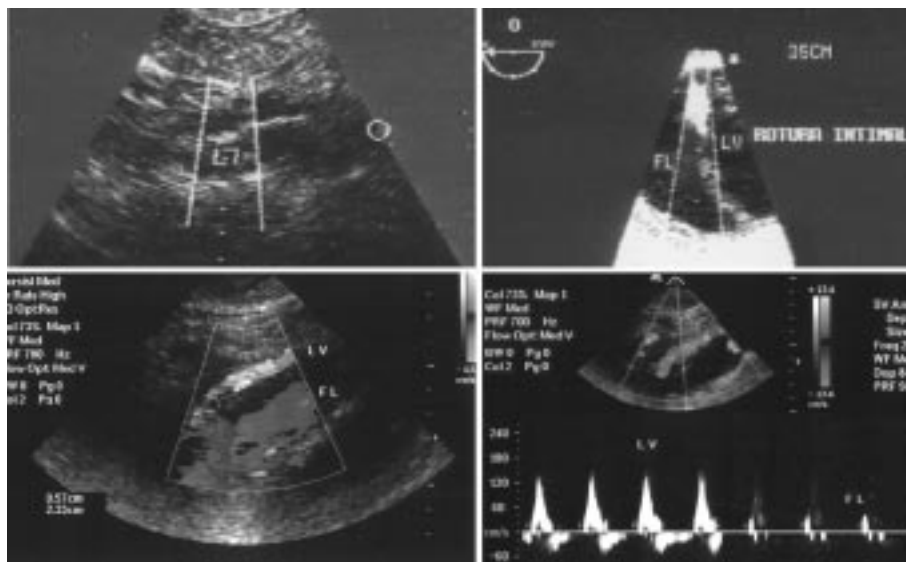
Imágenes ecográficas. *Arriba durante la fase aguda. Izquierda: flap en la aorta abdominal y reentrada. Derecha: rotura intimal en eco transesofágico. Abajo durante la fase crónica. Izquierda: luz verdadera comprimida con flujo multicolor. Falsa luz dilatada con baja velocidad. Derecha: Doppler pulsado que muestra las diferencias de velocidad. FL: falsa luz. LV: luz verdadera.*
